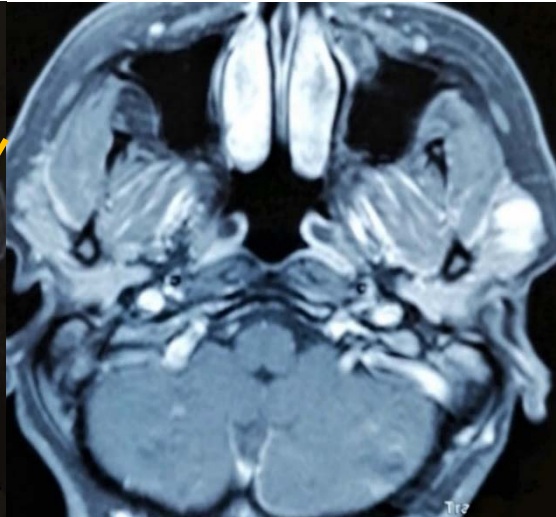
IRM parotidienne en coupe axiale en pondération T1 FATSAT après injection de gadolinium montrant un rehaussement de la tumeur.
